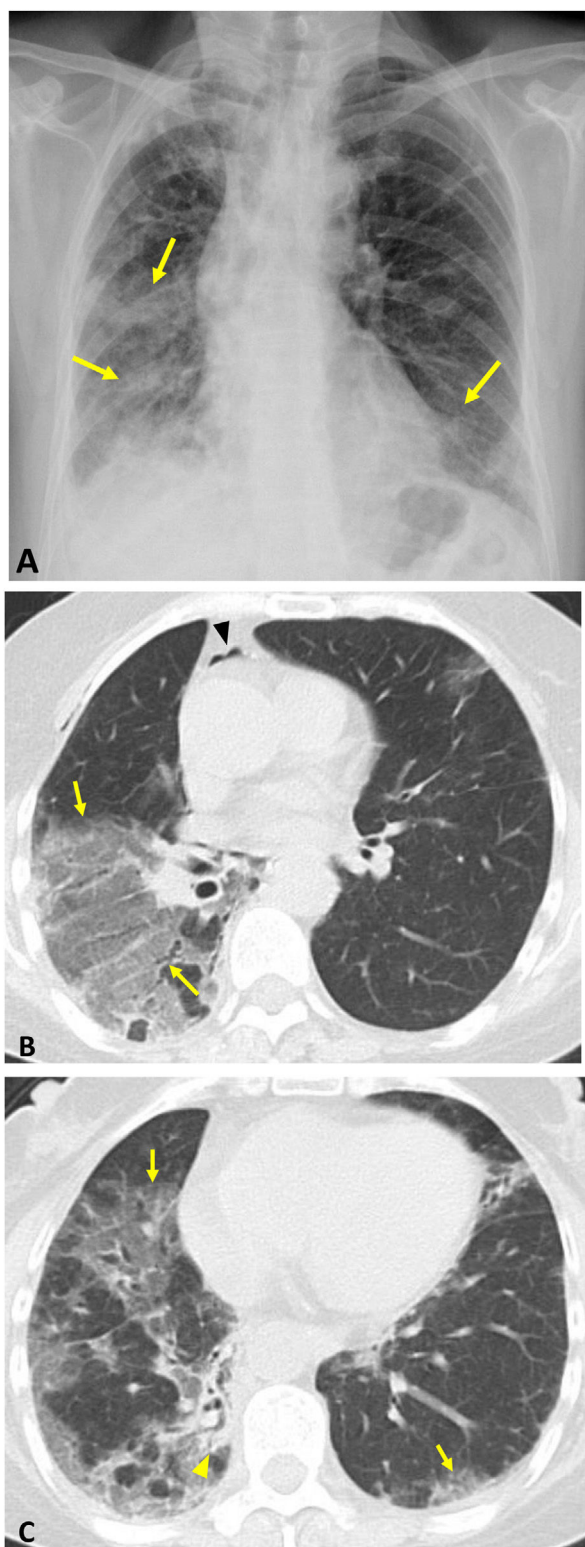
Mujer de 57 años con EPI rápidamente progresiva asociada a anticuerpos anti-MDA5. Radiografía de tórax (A): consolidaciones bilaterales de predominio derecho (flechas). Imágenes axiales de TC (B y C): extensas opacidades en vidrio deslustrado con marcado predominio en el pulmón derecho (flechas) y pequeño foco de consolidación (cabeza de flecha en C). Neumomediastino (cabeza de flecha en B) secundario a broncoscopia con biopsia transbronquial.
